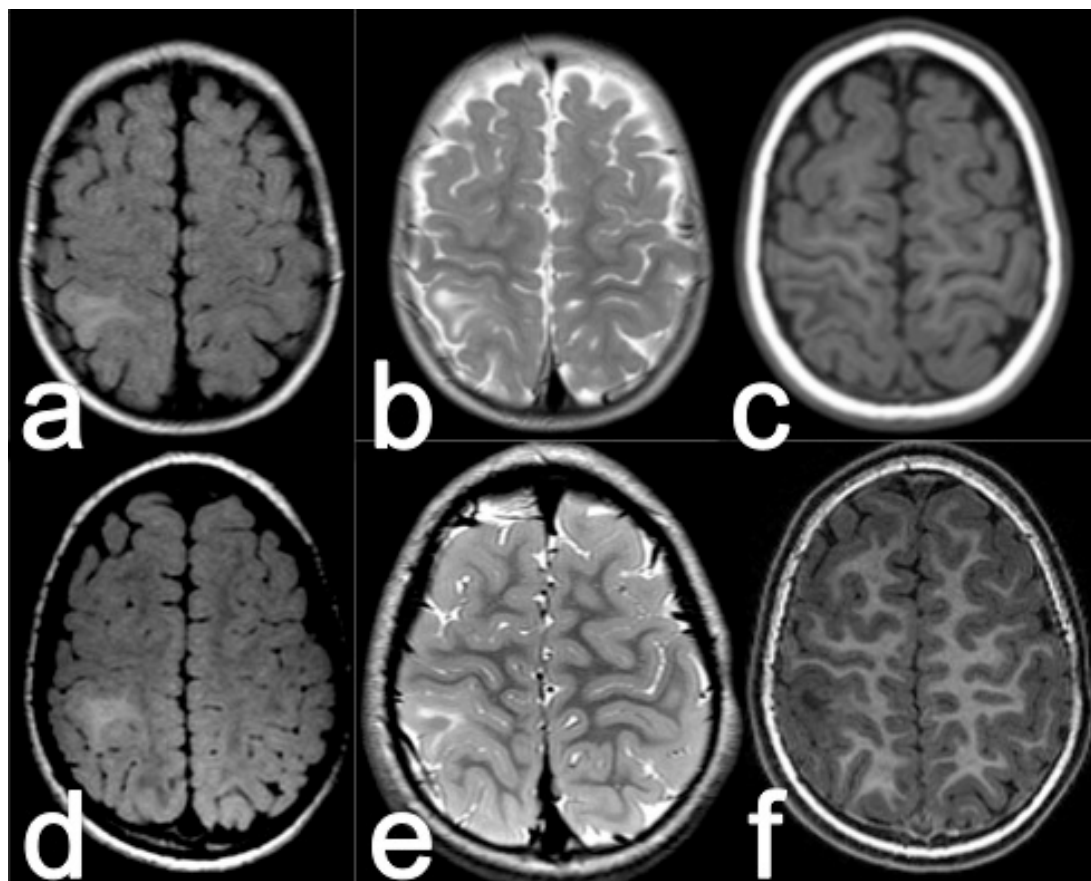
Displasia cortical focal tipo II con hiperseñal yuxtacortical evidente, visualizada claramente en RM de 1,5T tanto en la secuencia FLAIR (a), como T2 (b) y T1 (c). Las imágenes correspondientes en 3T con secuencia FLAIR (d), T2 (e) y T1 (f) muestran hallazgos similares.
